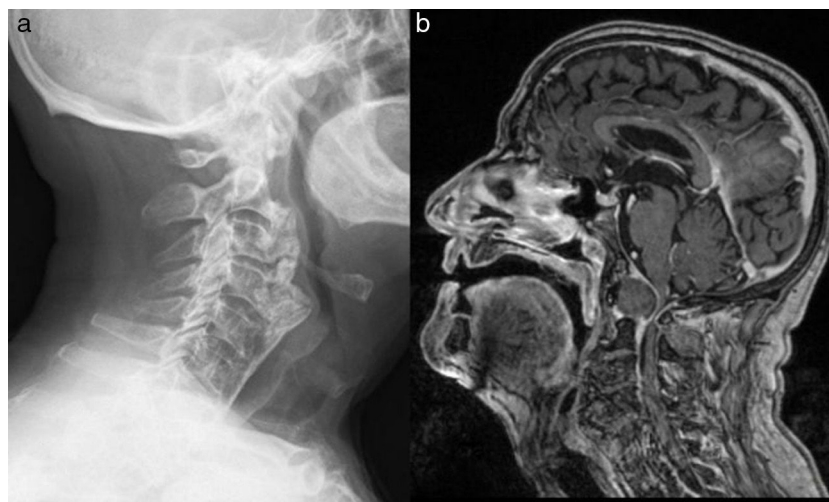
Estudio radiológico: a) Signos radiológicos de hiperostosis cervical anterior de C2 a C6; b) RMN que muestra engrosamiento de partes blandas alrededor de la apófisis odontoides condicionando estenosis del canal raquídeo y voluminosos osteofitos a nivel anterior de C2-C6 que obliteran parcialmente la vía aérea.
